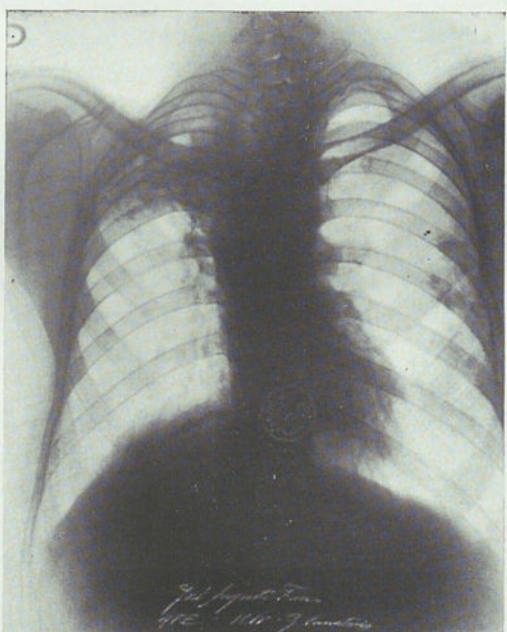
Radiografía del 16-I-37. Además de la retracción hacia arriba, se observa ahora una desviación del mediastino hacia el lado enfermo. La imagen cavitaria aumenta de tamaño.
